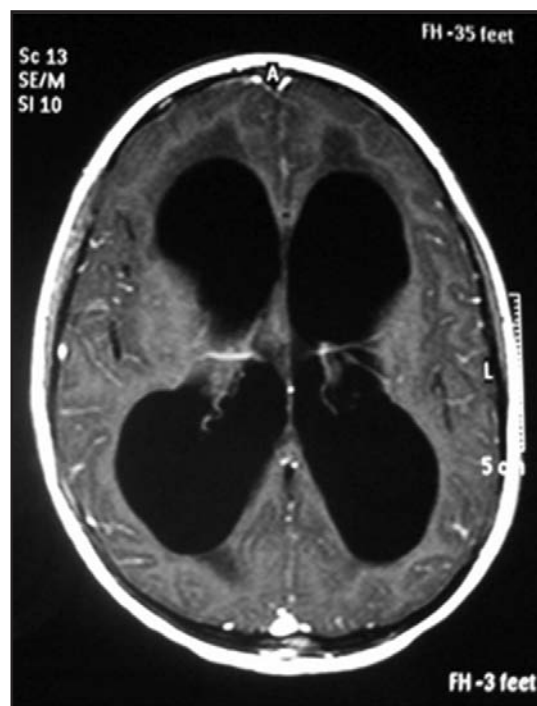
Ressonância nuclear magnética de crânio ponderada em T1 demonstrando importante dilatação ventricular supratentorial.
